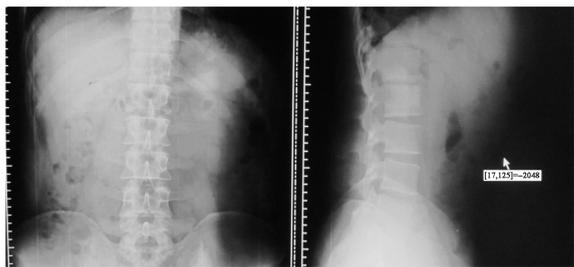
肺癌患者腰痛1~2个月,腰椎X线平片未见异常
